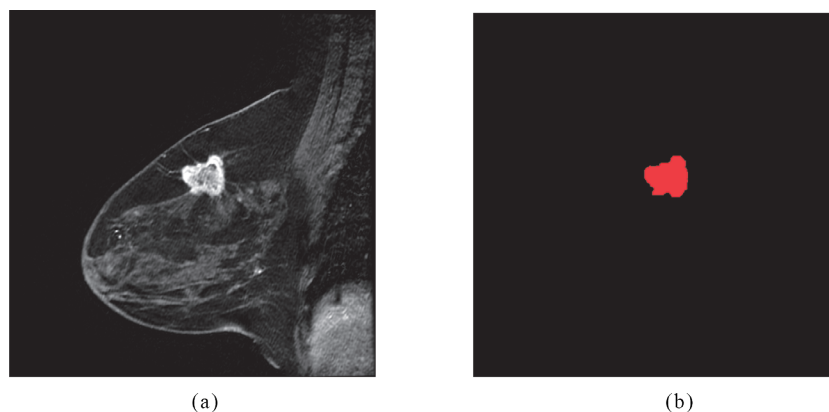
Select the slice containing the tumor from the MRI image and mark the region manually. (a) Selected slice, (b) Marking the region
